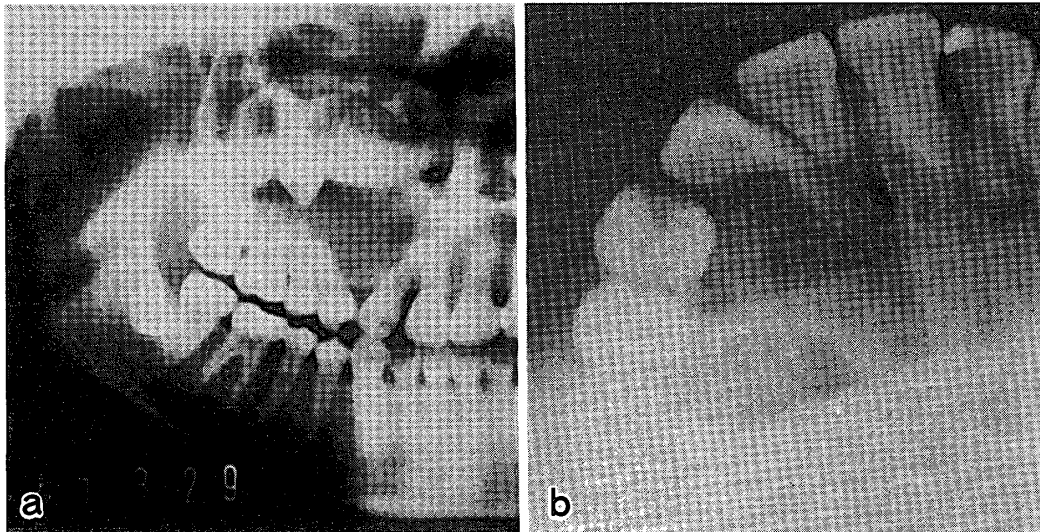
腺エナメル上皮腫の1例(a:パノラマX線像, b:咬合用X線像;境界明瞭な単胞性のX線透過像を呈し,内部に散在性の石灰化像が認められる。病変は一層の骨硬化帯によって囲まれ,上顎犬歯の歯冠と歯根を含む。)
